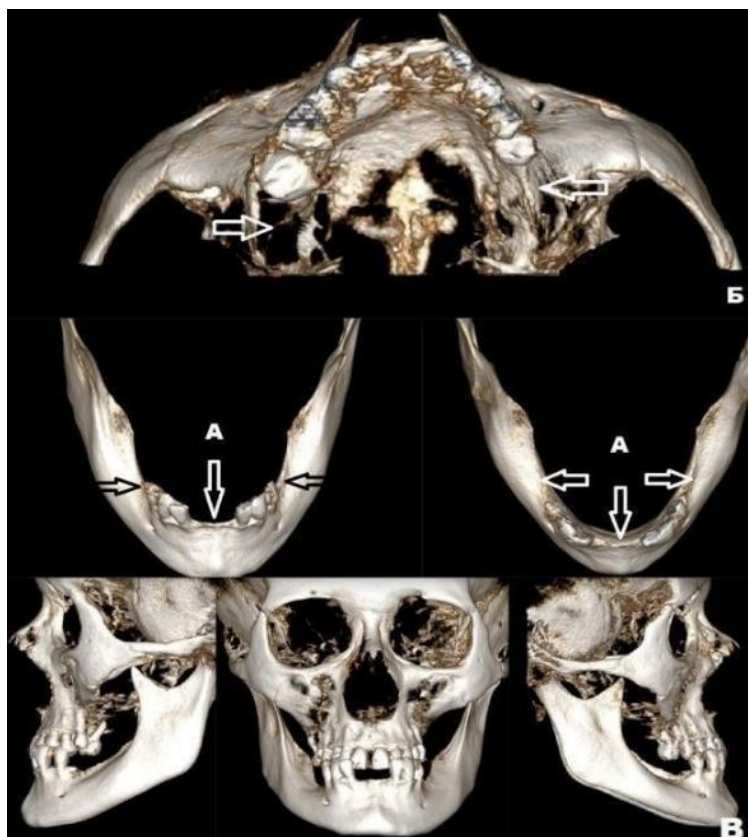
Пациентка К.: МСКТ – атрофия альвеолярной кости нижней челюсти (А), гипоплазия верхней челюсти в вертикальном направлении (Б), соотношение челюстей III класса по Энгля (В).
